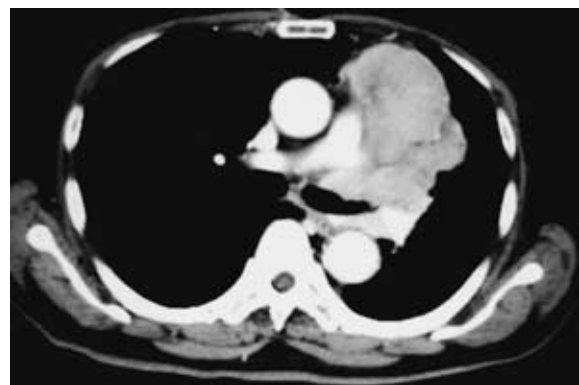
B Chest CT at the level of the left upper lobe bronchus shows a contrast-enhanced 6 x 9 cm mass in the left anterior mediastinum. The left main bronchus and pulmonary artery are invaded by the mass.
